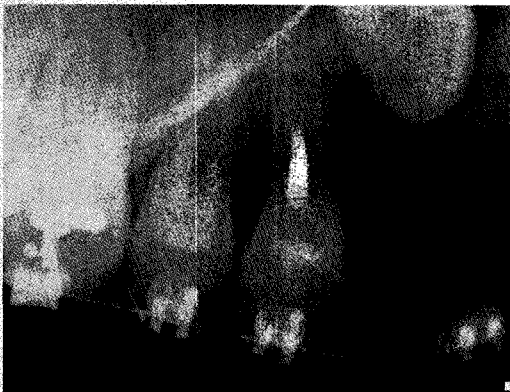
방사선 사진으로 MTA 충전 확인
